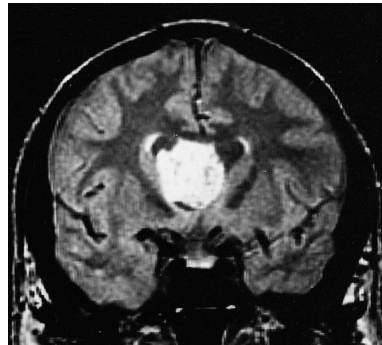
subependimoma, immagine di RM
